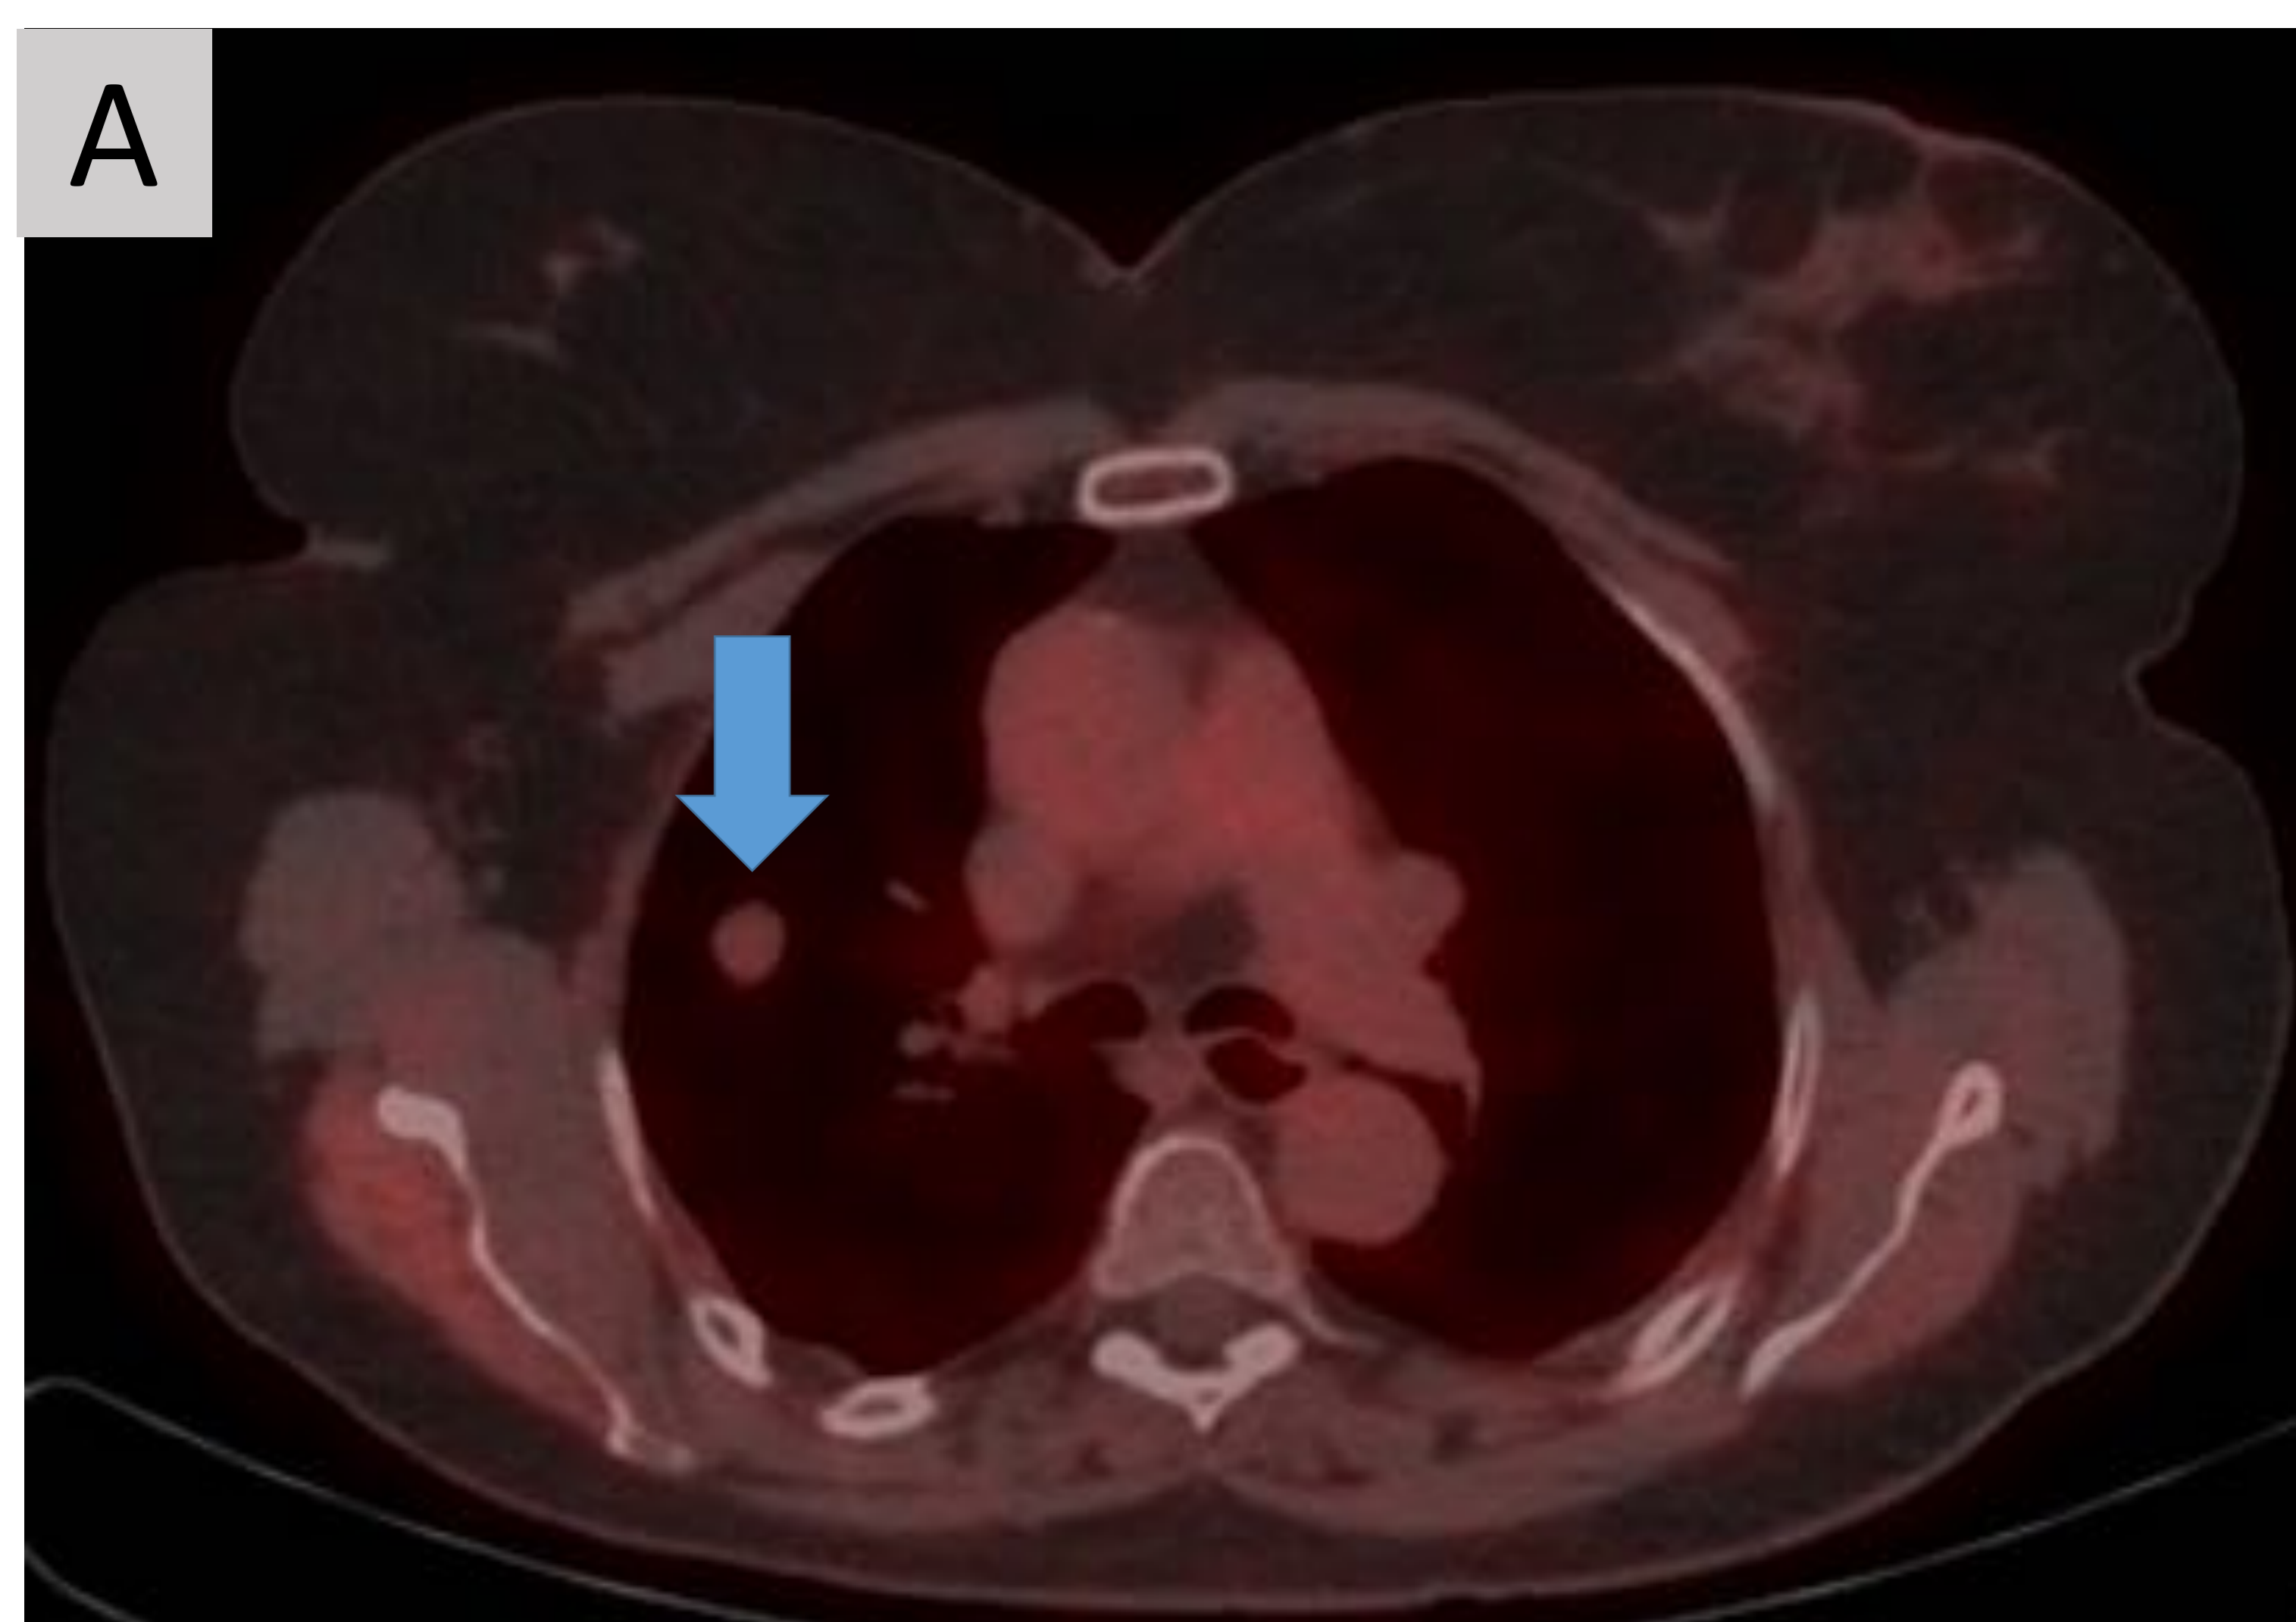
PET-FDG de tumor carcinoide típico sin captación significativa de FDG (flecha).
